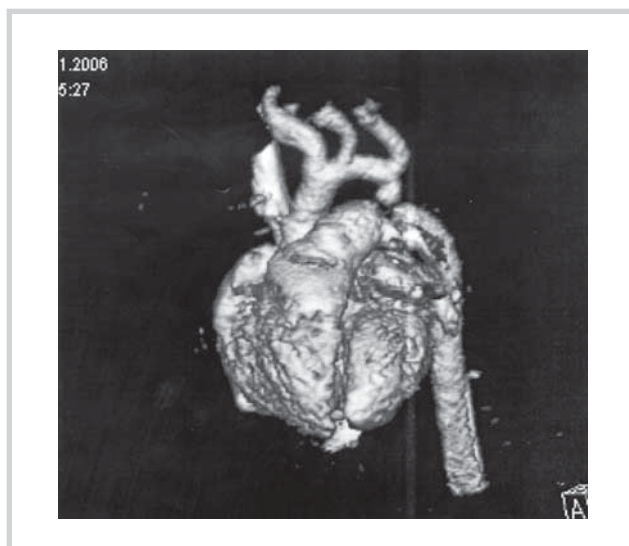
Компьютерная томограмма новорожденного с коарктацией 3D-реконструкции.
